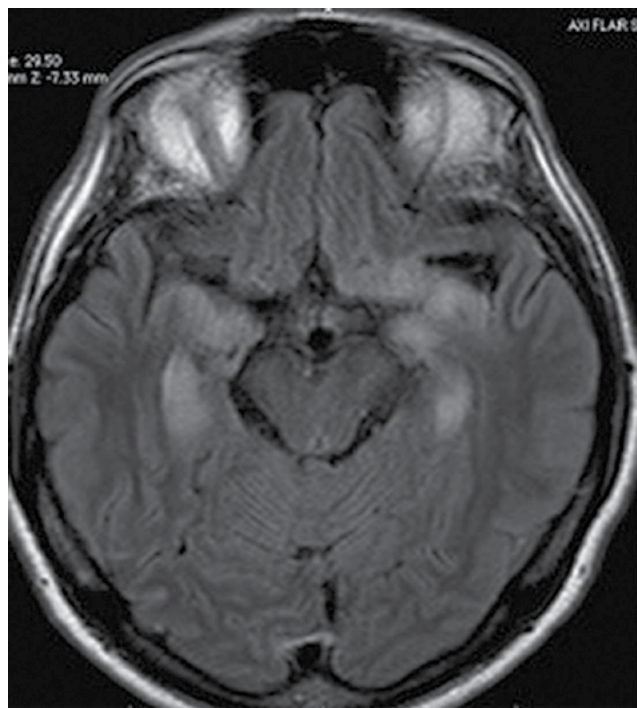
Ressonância magnética de crânio sequência FLAIR, demonstrando um hipersinal característico em lobo hipocampo bilateralmente.
